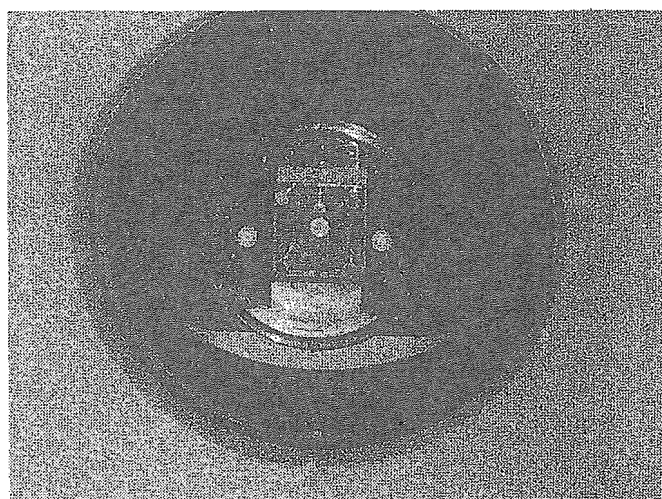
CT 値-相対電子密度変換校正用ファントム。
